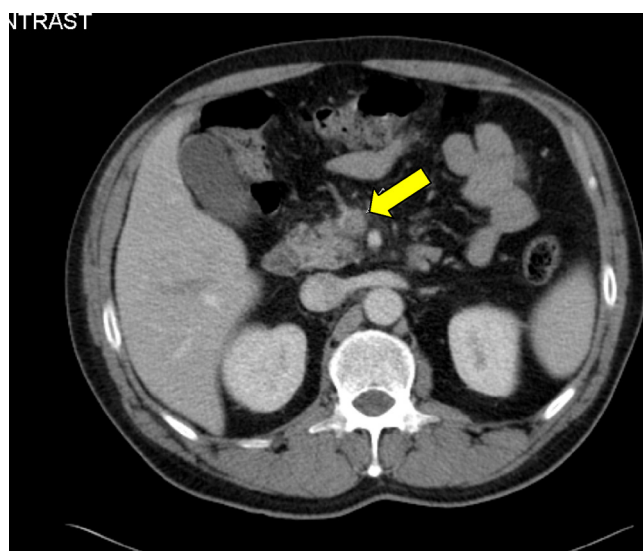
Tomografía computada abdominal en la que se evidencia: tromboflebitis de la vena mesentérica superior y ramas portales (flecha blanca) secundarias a apendicitis aguda gangrenosa.
